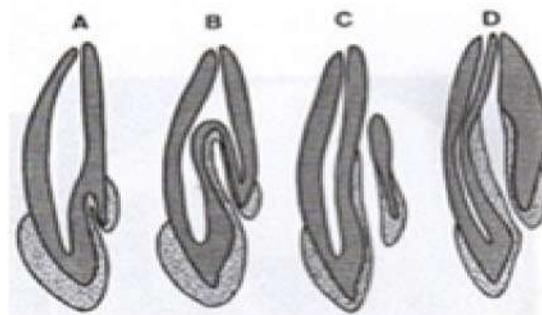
Clasificación de invaginaciones coronarias según Oehlers: A. Tipo I, B. Tipo II; C. Tipo III con un segundo foramen en el área periodontal; D. Tipo IV con un segundo foramen en el área periapical.
